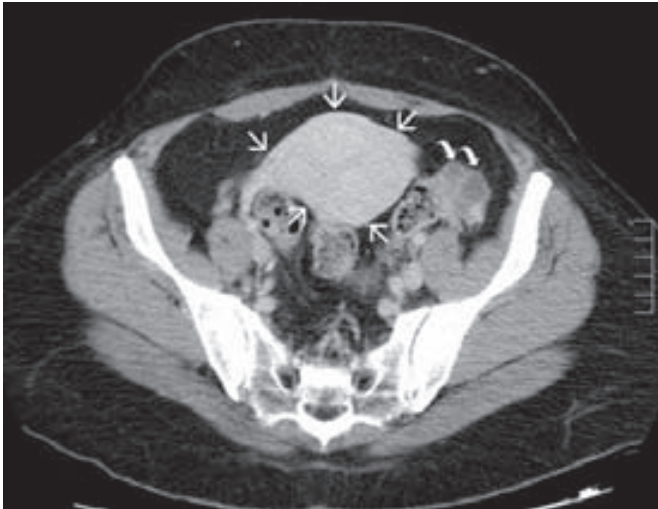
Tomografía computarizada (CT) de la pelvis femenina en el plano axil que muestra un útero normal (flechas) y quistes en el ovario izquierdo (flechas curvas). (Cortesía de la Dra. Diane Twickler.)
